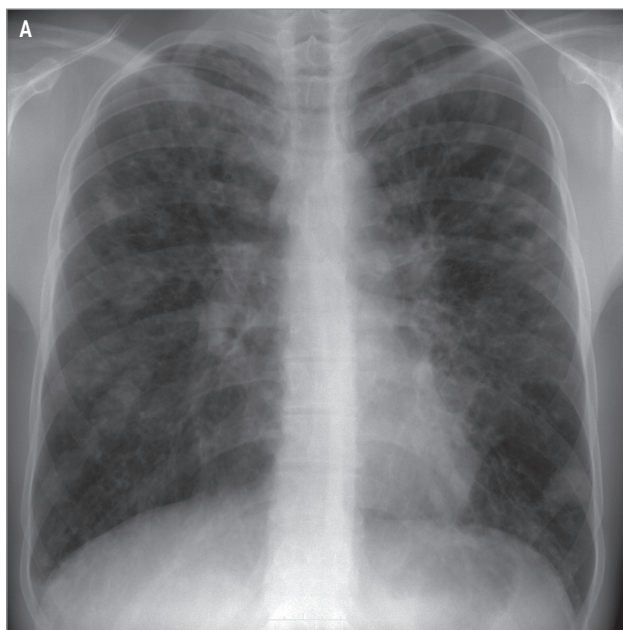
Бронхоэктазы: А — рентгенограмма в прямой проекции; Б — при аллергическом бронхолегочном аспергиллезе
